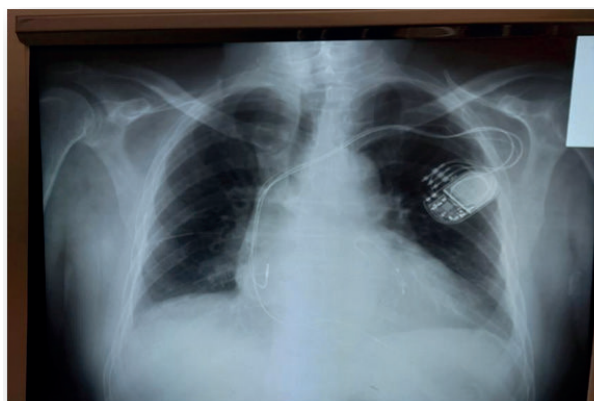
Radiografia toracică la internare
